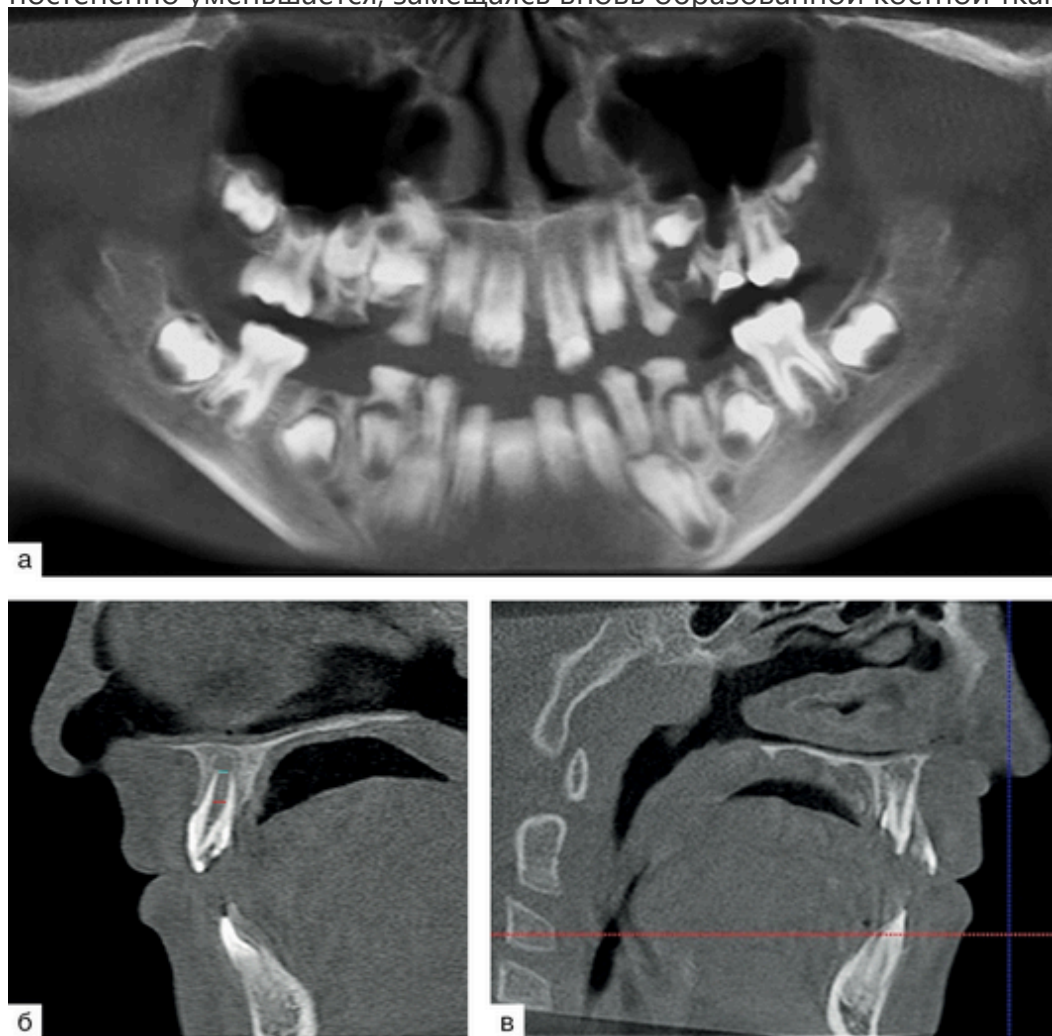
Конусно-лучевая компьютерная томография челюстно-лицевой области, панорамная реконструкция (а), сагиттальная проекция зуба 1.1 (б) и зуба 2.1 (в). Определяются множественные кариозные изменения зубов. Хронический гранулирующий периодонтит зубов 6.5, 7.5, 8.4
